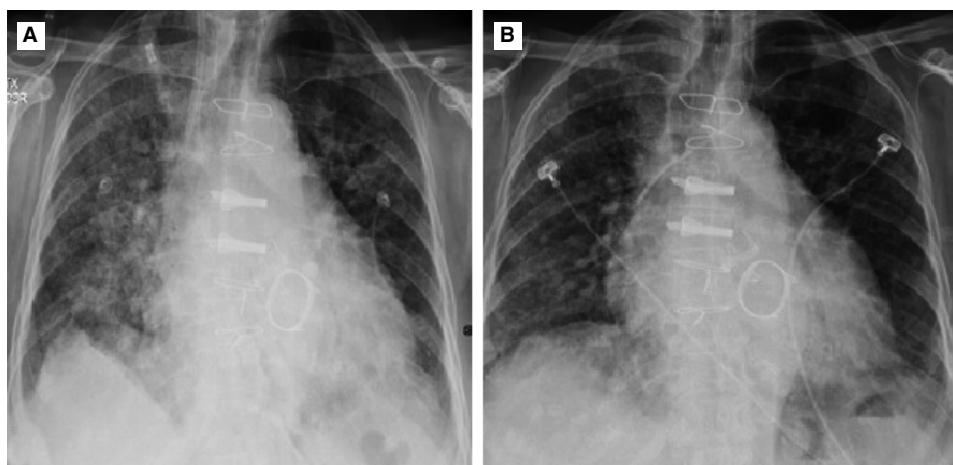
A. Radiografía de tórax en proyección postero-anterior que muestra infiltrado retículo nodular bilateral de predominio pulmón derecho, prótesis valvular mitral y aórtica en aparente buena posición. B. Control radiológico después de una semana de tratamiento con corticoesteroides que muestra mejoría del infiltrado reticulonodular.
